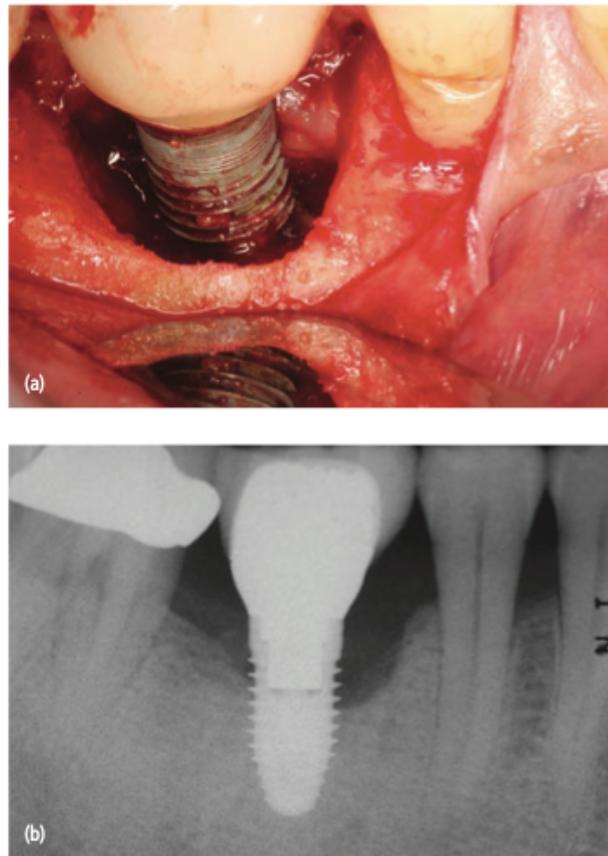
Peri-implantite. (a) Implante afetado pela peri-implantite; (b) Radiografia periapical do implante apresentado na figura (a) (Rose&Mealey, 2010)
